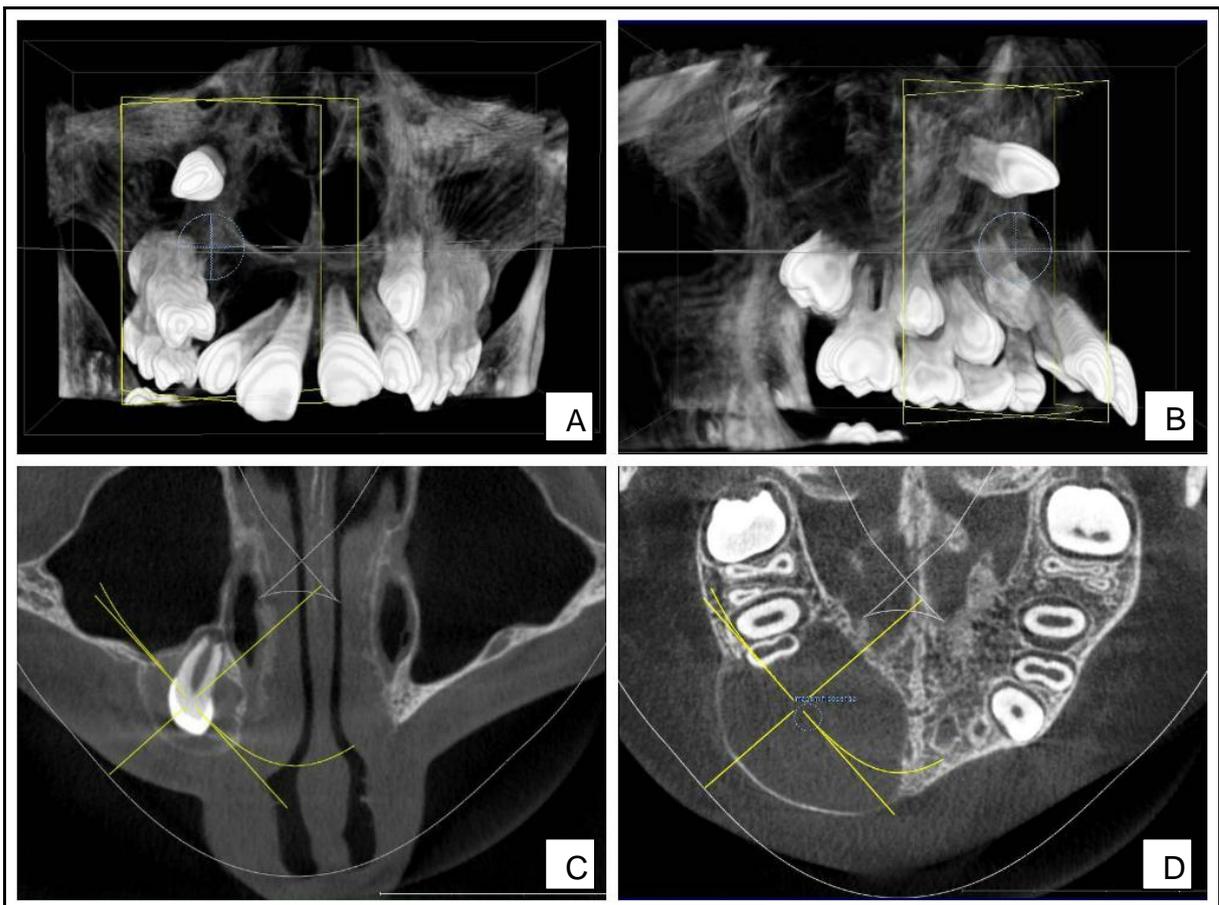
Tomografia Computadorizada (cone-beam) mostrando: A) Reconstrução tridimensional numa visão frontal. B) Reconstrução tridimensional numa visão lateral direita. C) Corte axial (visão de cima) exibindo o dente envolvido na lesão. D) Corte axial (visão de cima) expondo uma imagem hipodensa compatível com lesão de TOC.
